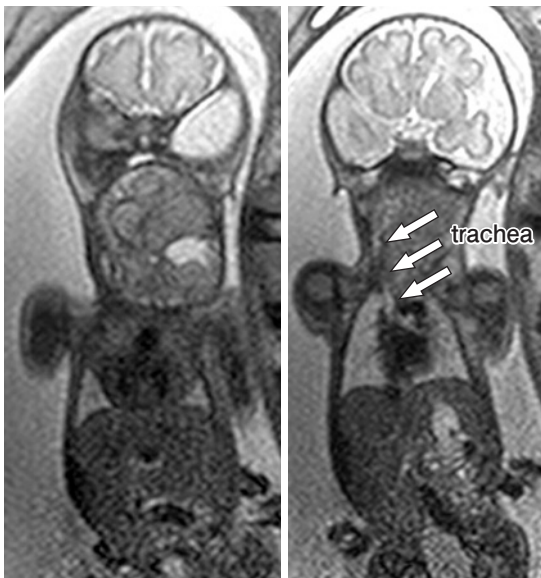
Fetal MRI images of giant cervical a | b
